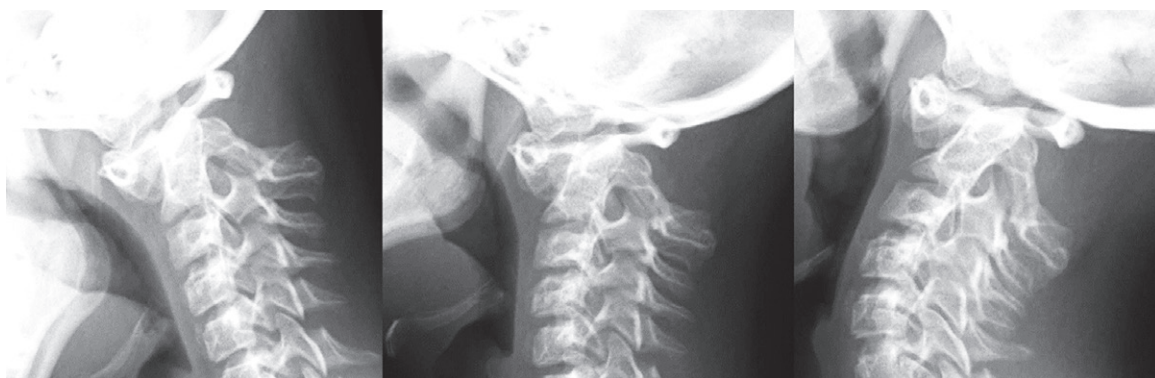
初診時 単純X線画像(頸椎 前屈位, 中間位, 後屈位)
